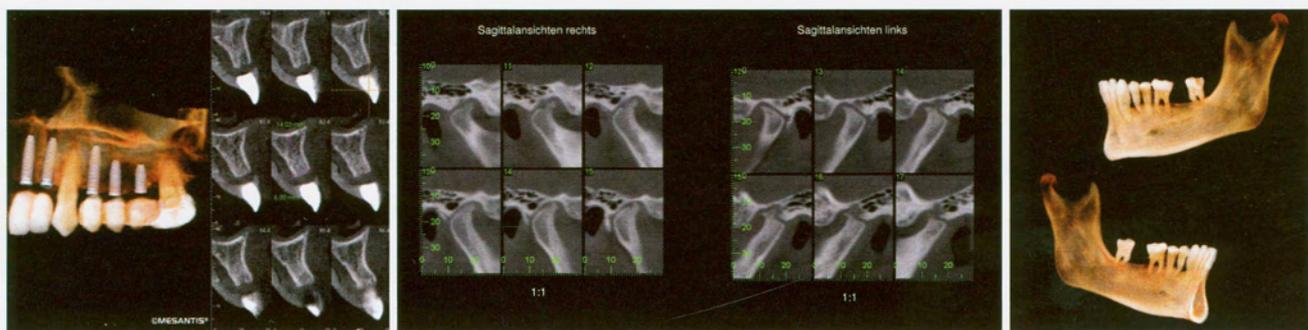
DVT zur Implantatplanung unter Verwendung einer Schablone mit röntgenopaken Zähnen zur Festlegung der optimalen Implantatposition in Abhängigkeit von der zukünftigen Suprakonstruktion. – Abb. 5: Kiefergelenksdarstellung mithilfe der DVT. Die achsengerechte Darstellung der Kondylen im DVT ergibt deutliche osteoarthrotische Veränderungen. Typischer Kiefergelenk-Report. – Abb. 6: 3-D-gerenderte Darstellung der parodontalen Situation zur Beurteilung von Knochendefekten und Furkationsbeteiligungen.
